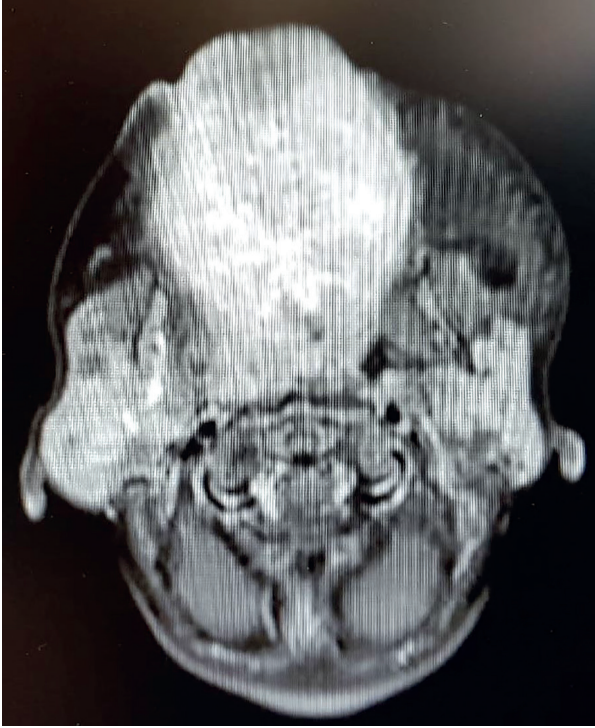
C: MRG koronal kesitte T2 sekansta hiperintens karakterde kötü sınırlı septalı multiloküle kitle izlenmektedir. Kitlenin bu kesitte mastikatör bölgeyi, parafaringeal bölgeyi, submandibular bölgeyi, ağız tabanını, orofarenksi ve dili infiltrate ettiği görülmektedir.
